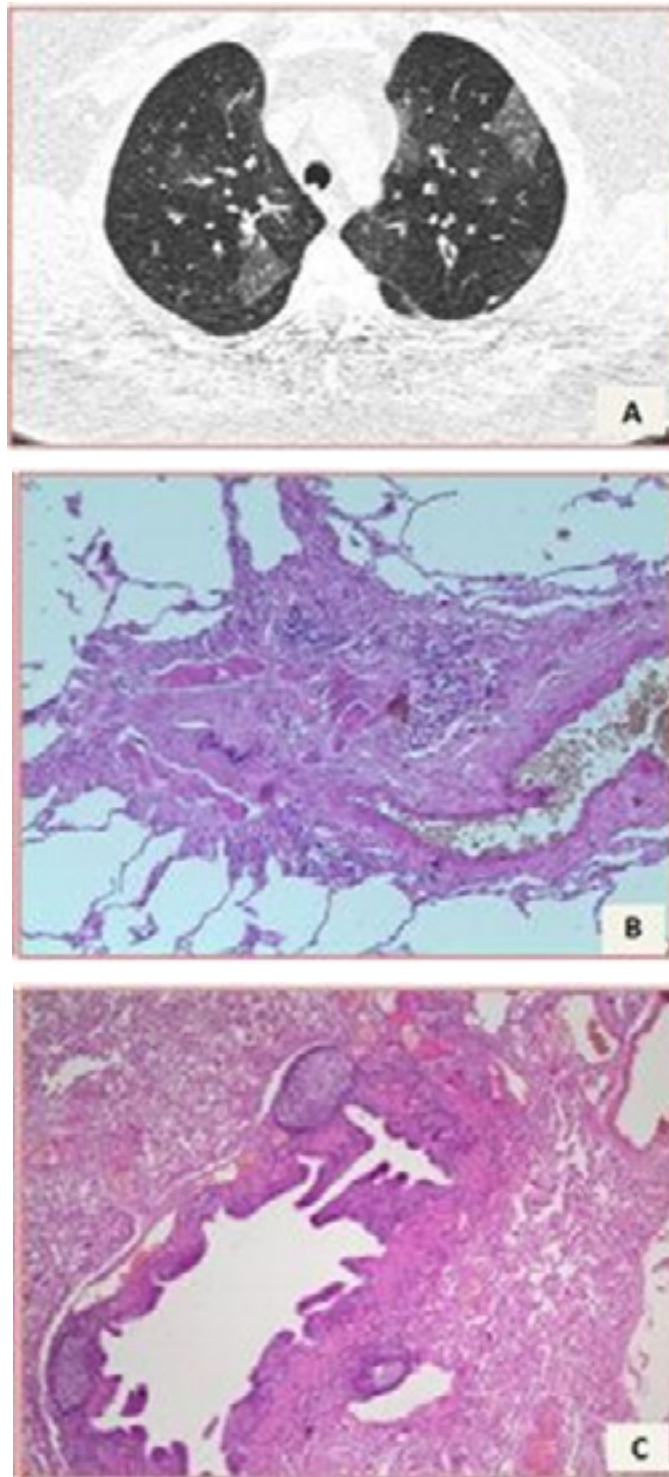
Caso 1. A: Tomografia computadorizada de alta resolução com bronquiectasias e nódulos centrolobulares em árvore em brotamento. B e C: Biópsia cirúrgica com bronquiolite folicular HE, 28X. HE, 100X.
